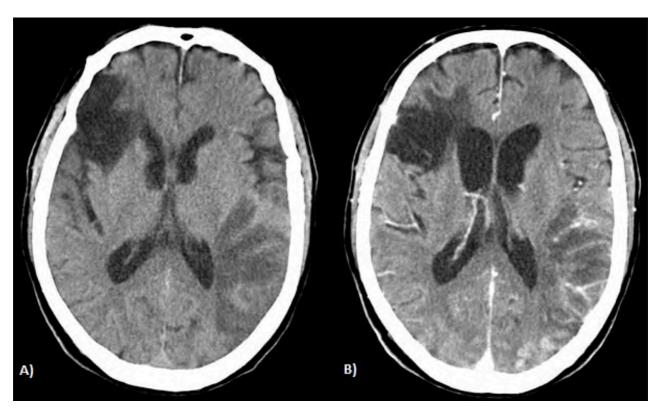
TC-CE realizada ao 13º dia de internamento. A) antes e B) após contraste.
